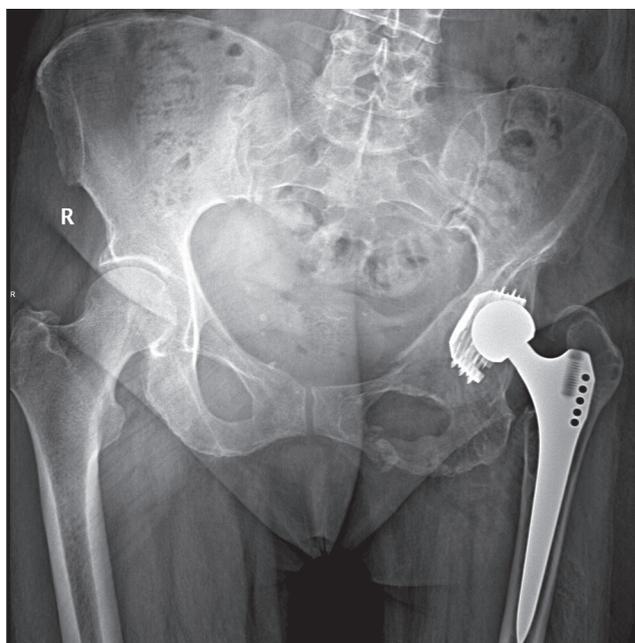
Рентгенограмма таза пациентки при обращении в клинику: износ полиэтиленового вкладыша, асептическая неустойчивость вертлужного компонента эндопротеза Zweymuller, дефект вертлужной впадины тип IIb по классификации Paprosky
